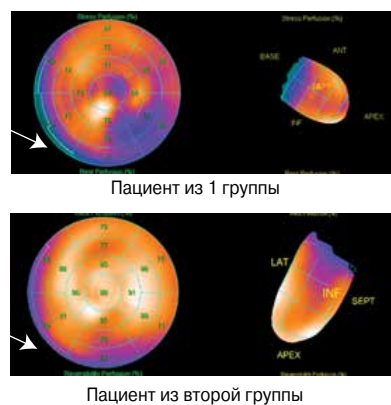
Перфузионная сцинтиграфия (bull eye) пациентов из разных исследуемых групп с окклюзией правой коронарной артерии. Стрелкой обозначены дефекты перфузии.
